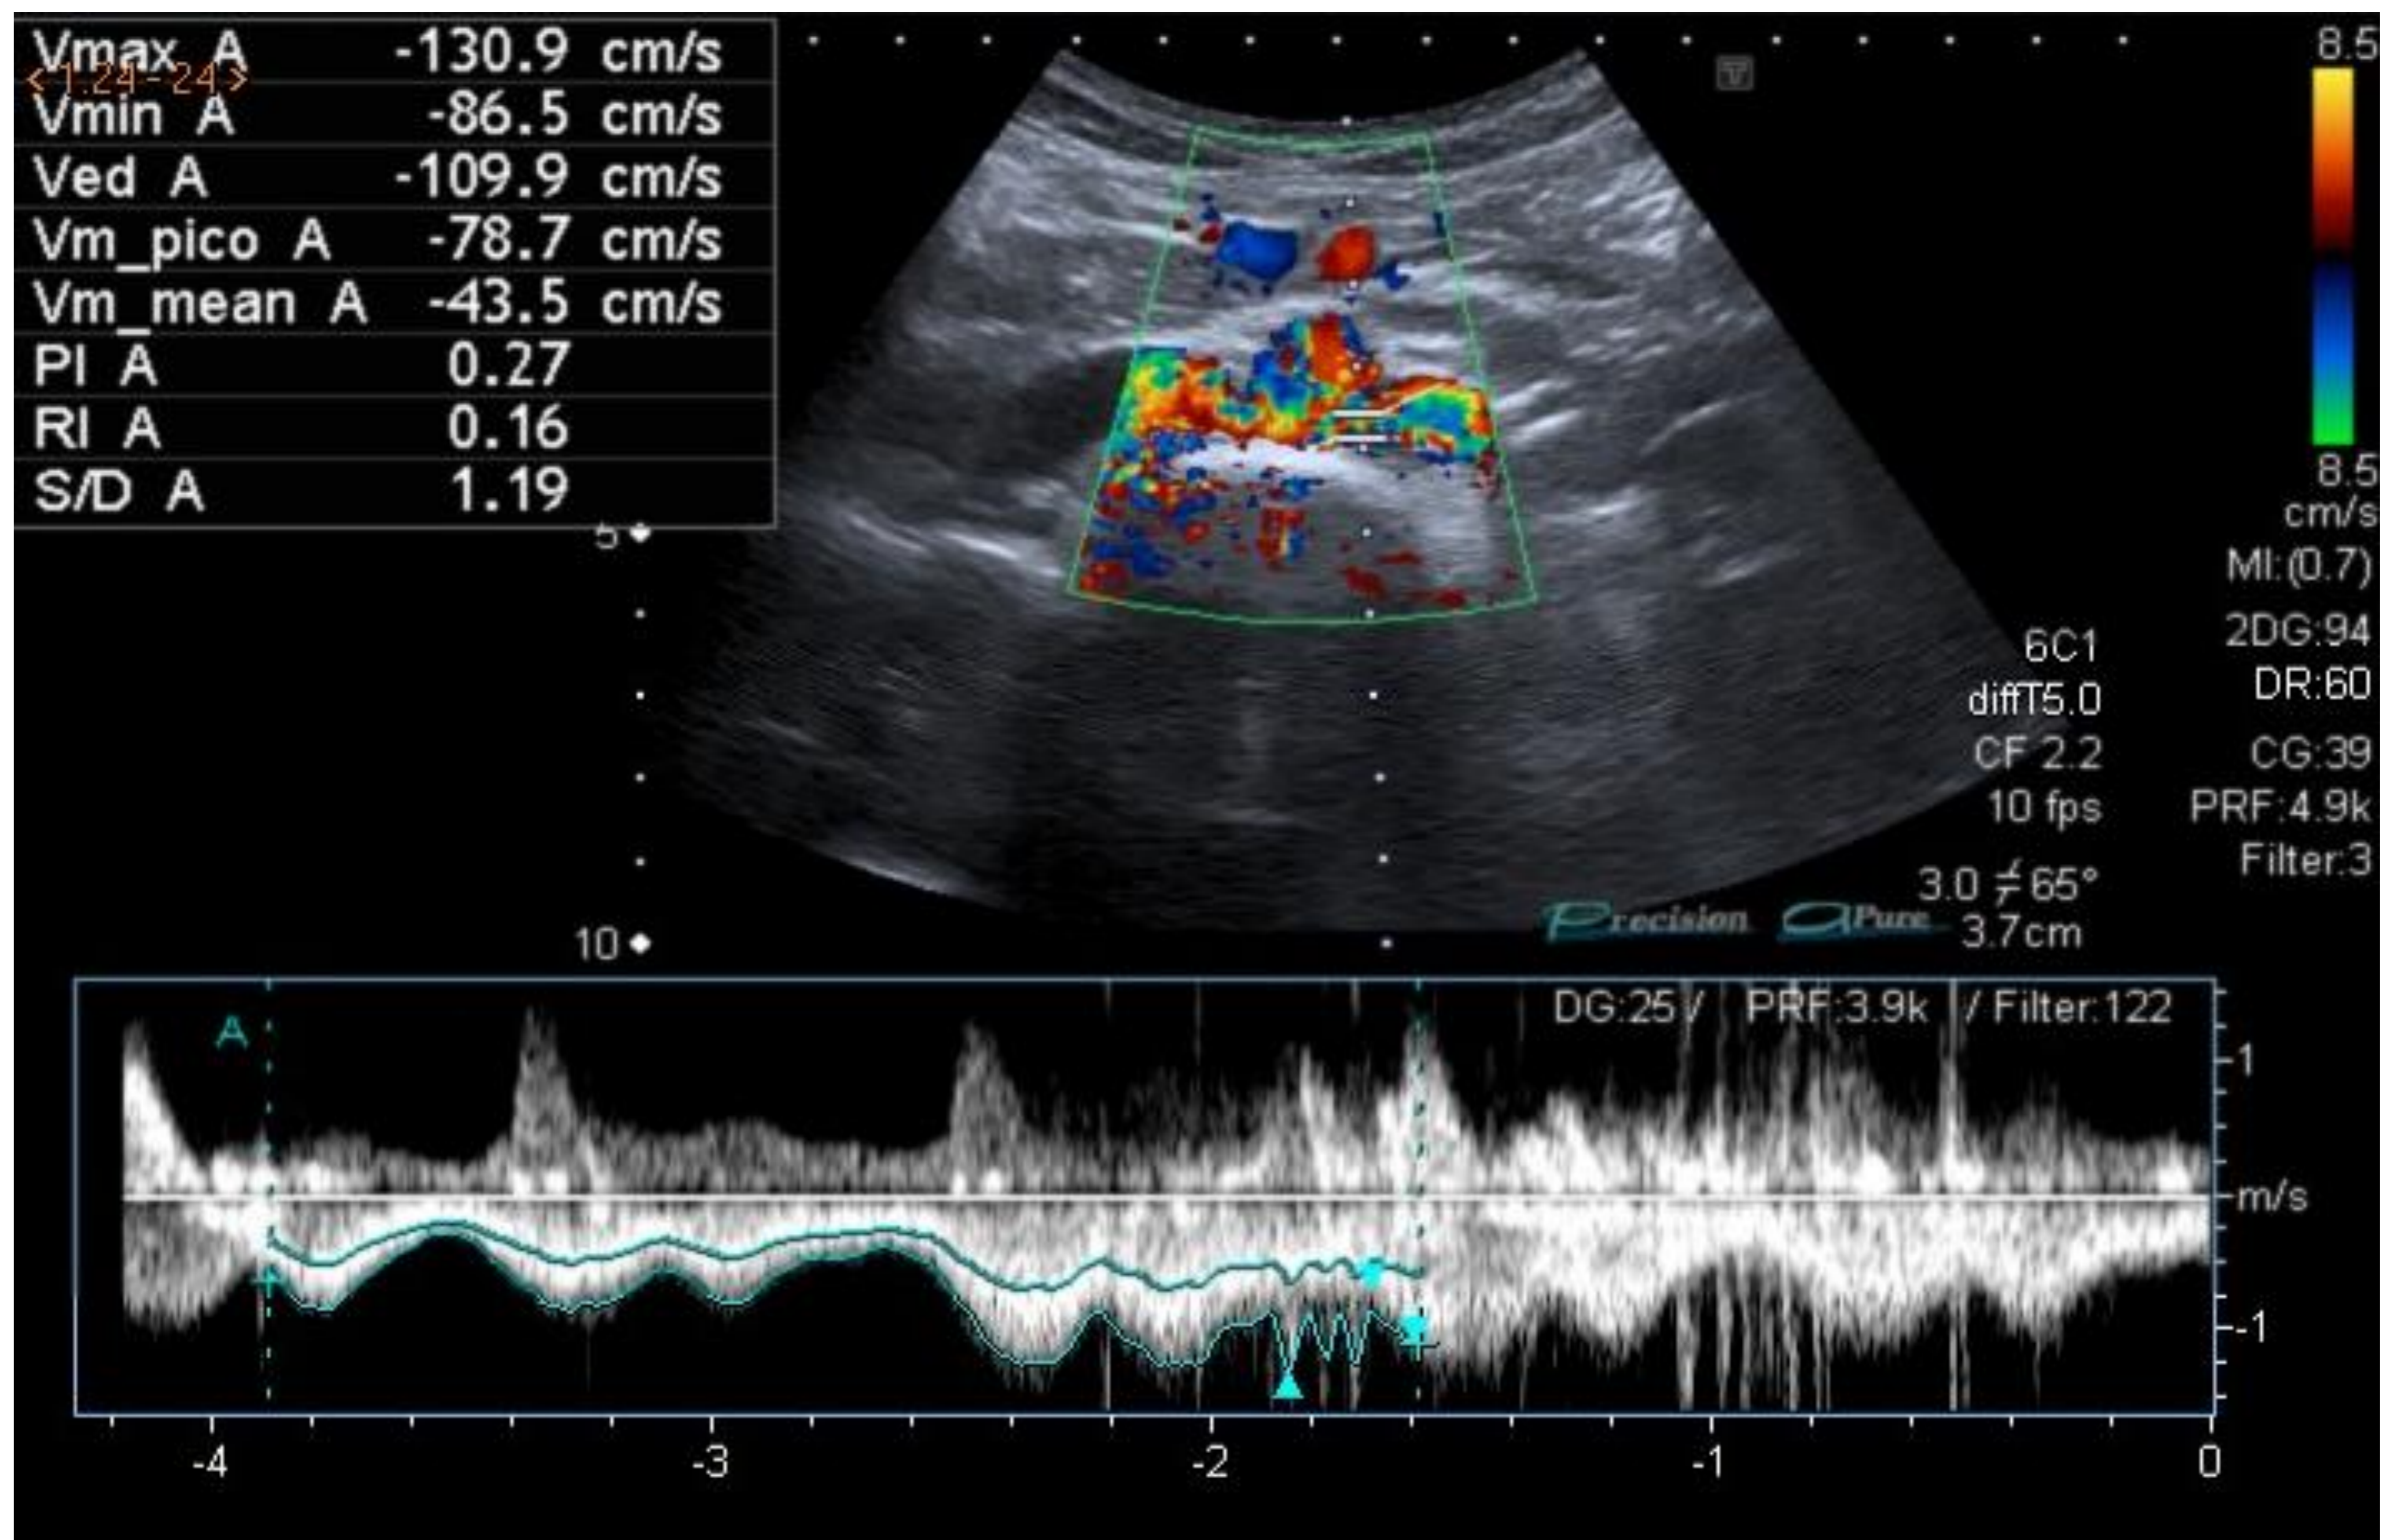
Ecografía Doppler: Se observa vena renal izquierda circumaórtica con fenómeno del cascanueces posterior, alcanzando velocidades medias de 130 cm/s. References: Servicio de Radiodiagnóstico. Hospital Universitario Virgen Macarena. Sevilla. España
